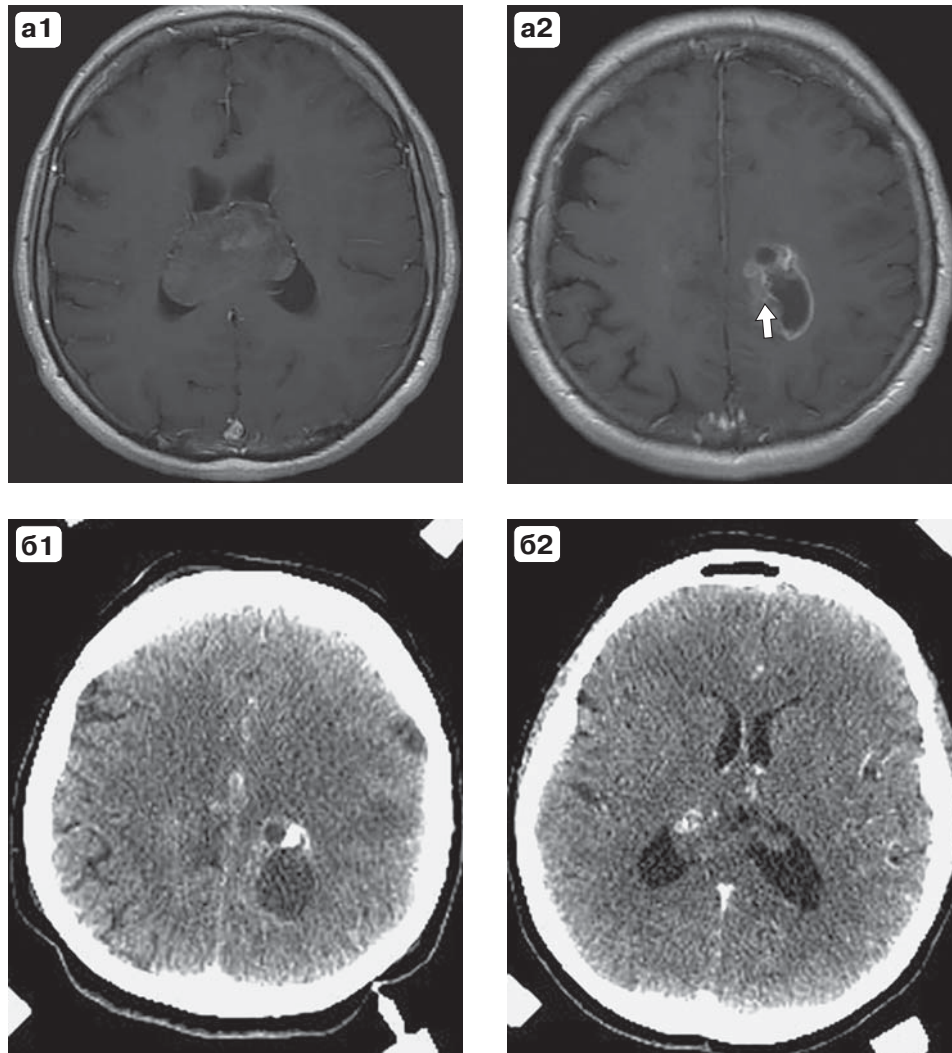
Выбор мишени для планирования СТБ в случае со злокачественной глиомой по данным МРТ и КТ. а – аксиальные МРТ-срезы головного мозга на фоне контрастного усиления на разных анатомических уровнях демонстрируют большой распространенности внутримозговое объемное образование, вовлекающее в поражение мозолистое тело и имеющее двустороннюю распространенность. Стрелкой указано место взятия биопсии. КТ с контрастированием (б) дополнительно визуализирует кальцификаты в структуре опухоли.
